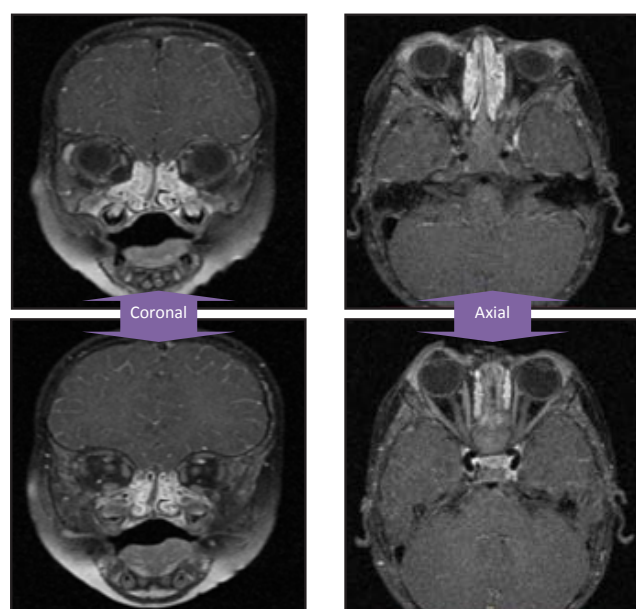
Gadolinium-enhanced T1-weighted craniofacial-orbital MRI images, after treatment.
